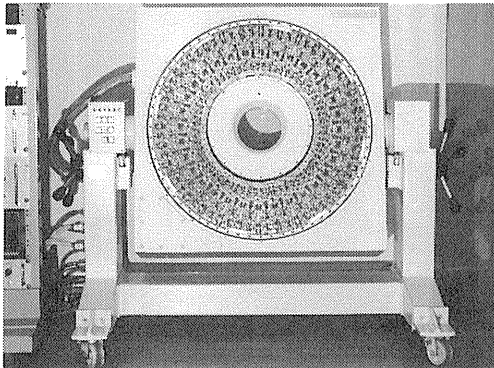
動物用小型高解像力ポジロンCTの外観写真。
